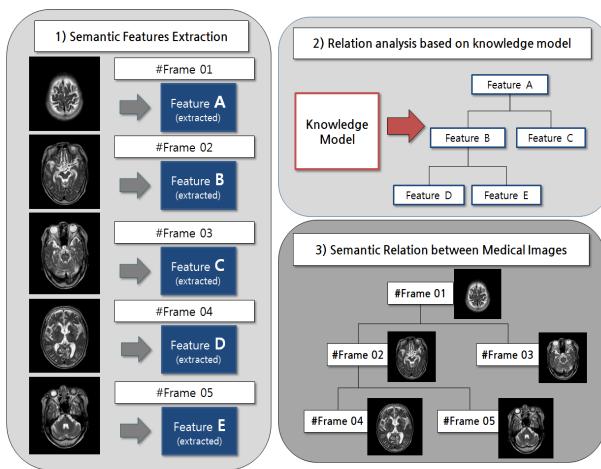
Semantic relations between brain MRI frames
